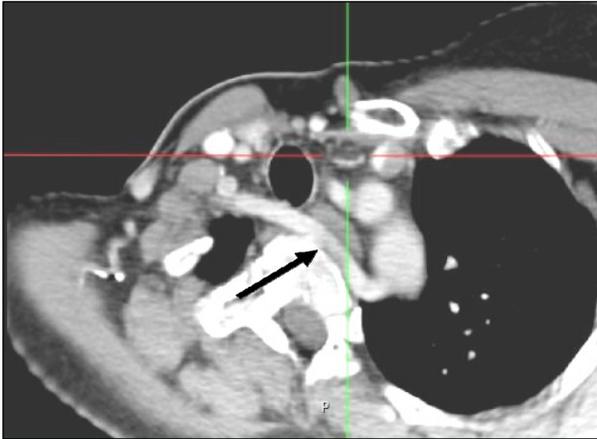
Reconstrucción oblicua TC. La flecha señala la arteria subclavia retroesofágica.
